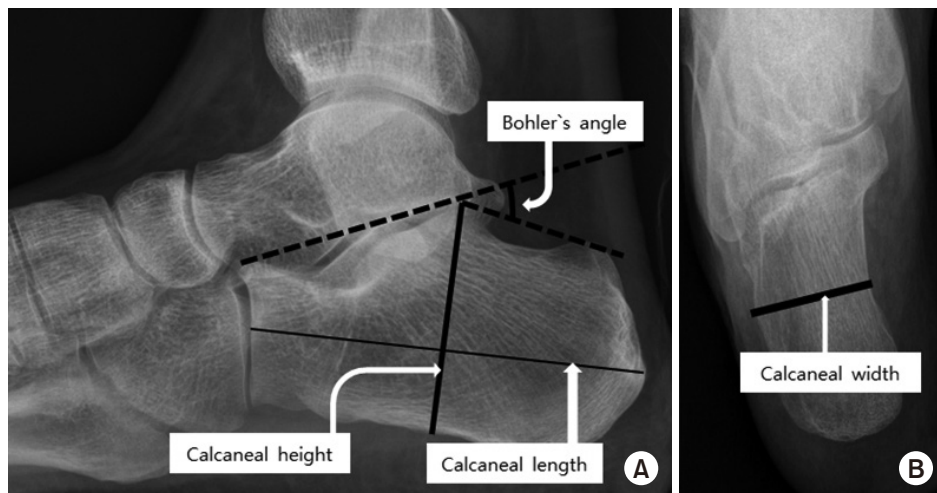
(A) Lateral radiograph of the calcaneus shows measurements of the Böhler angle, calcaneal height, calcaneal length. (B) Axial radiograph of the calcaneus shows measurements of the calcaneal width.
